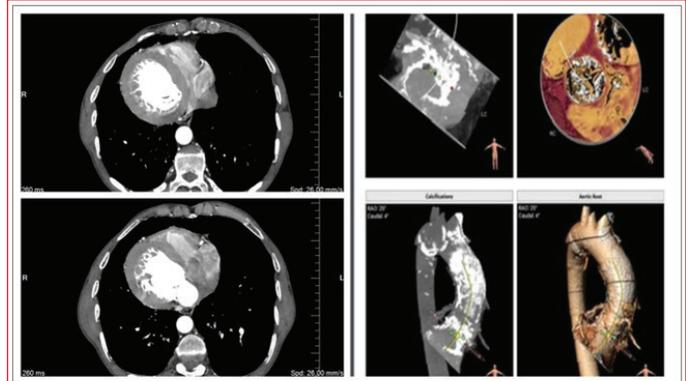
Computed tomography (CT) scans of the thorax showing the dextrocardia and non-compaction LV, the CT scans outlined the inversion of the sites of heart and great vessels.
